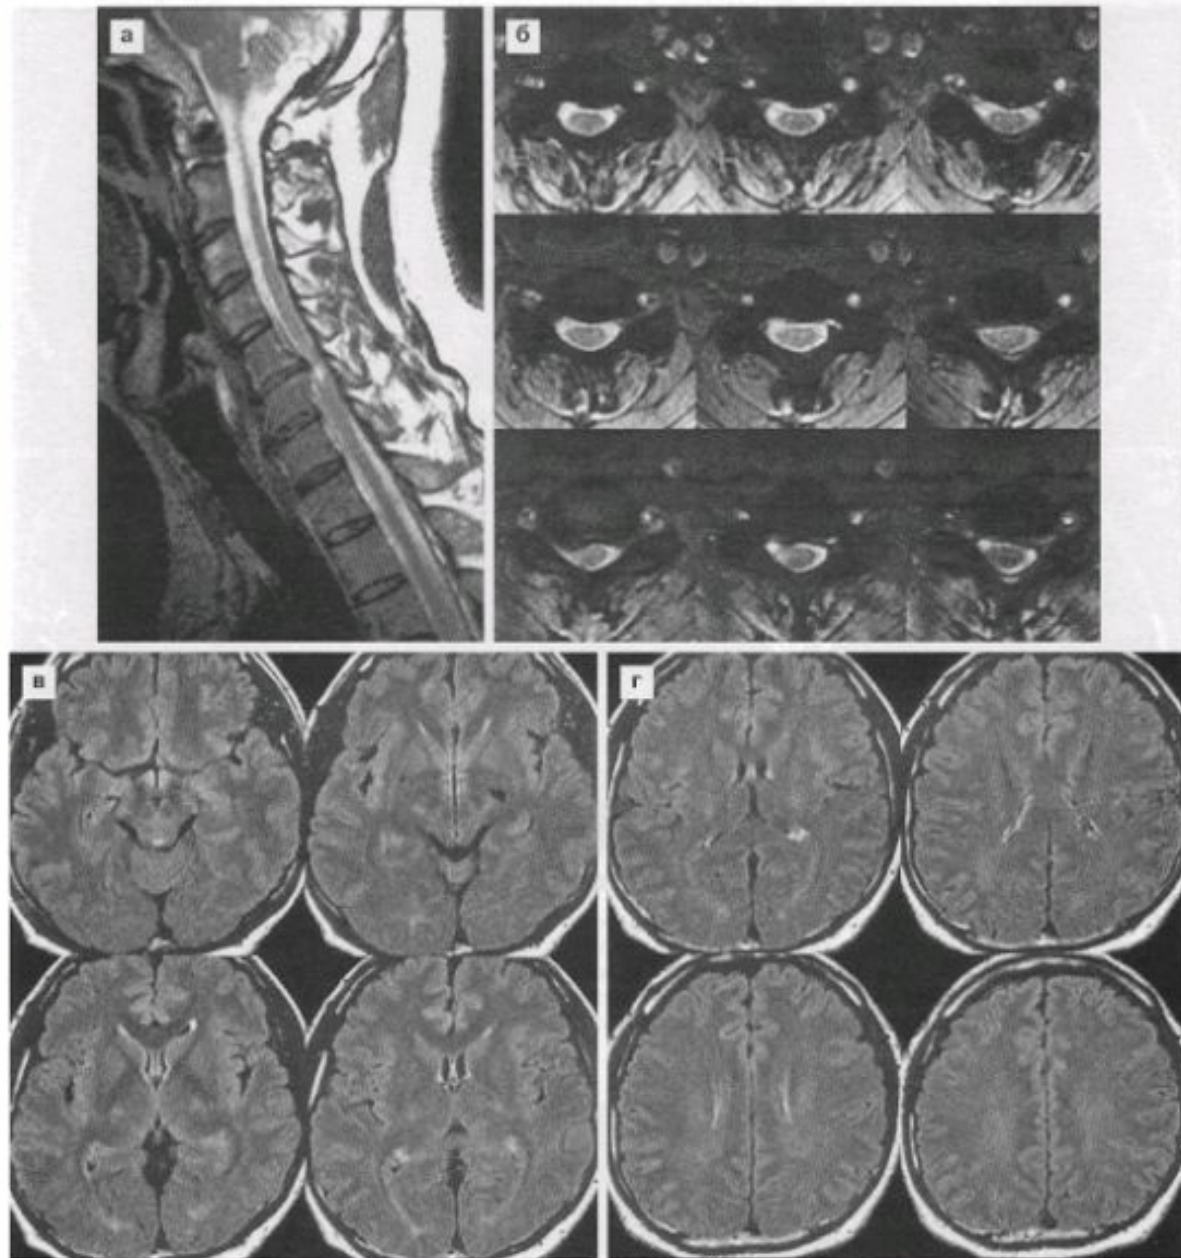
Сочетание БАС и шейной миелопатии. У пациента с доказанным БАС на основании клинических и ЭНМГ-критериев имеется грыжа диска C5-C6, вызывающая компрессию спинного мозга с развитием в нем миелопатического очага, определяемого на сагиттальных и аксиальных МРТ в режиме T2 (а, б). При исследовании головного мозга четких изменений сигнала от кортико-спинальных трактов не определяется даже в режиме FLAIR (в, г), что однако не противоречит диагнозу.
